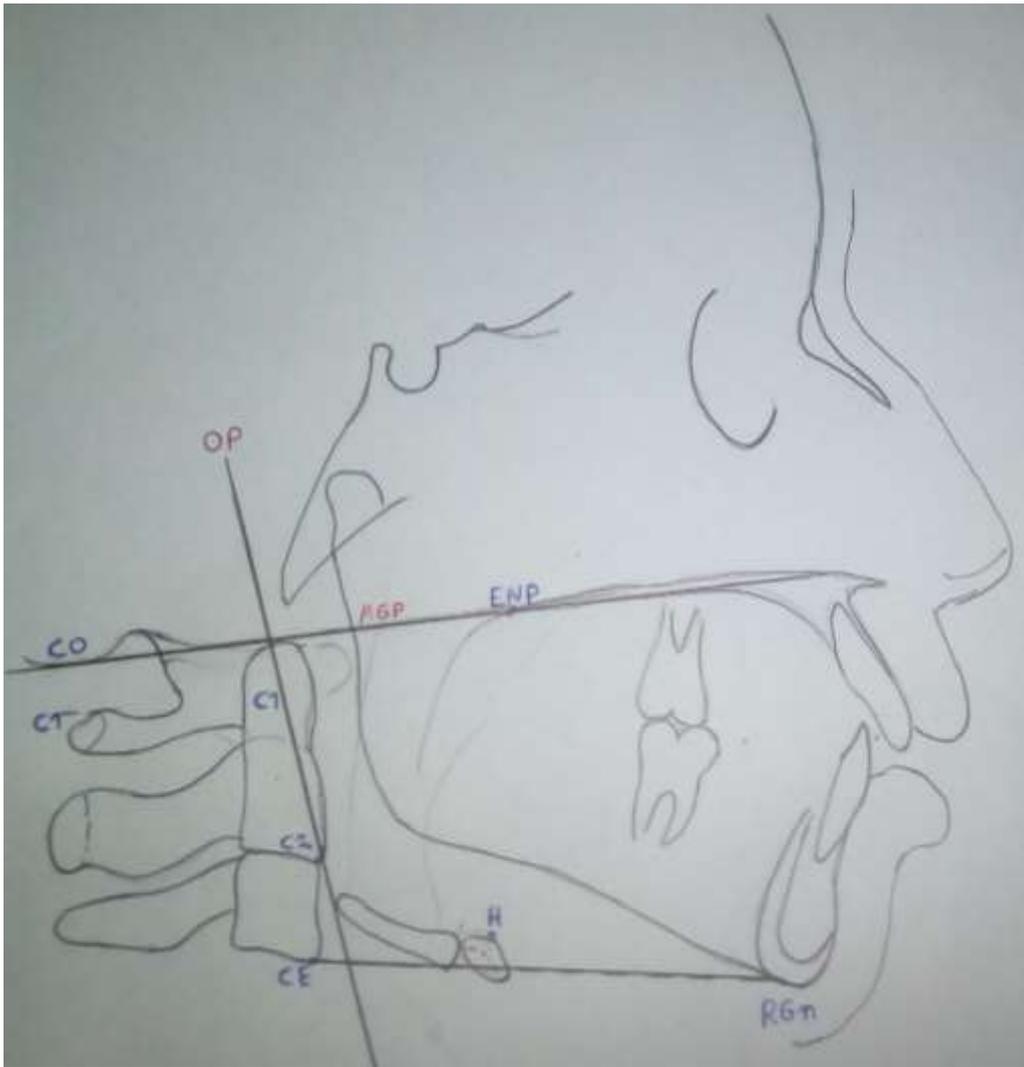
Radiografía cefalométrica lateral.
